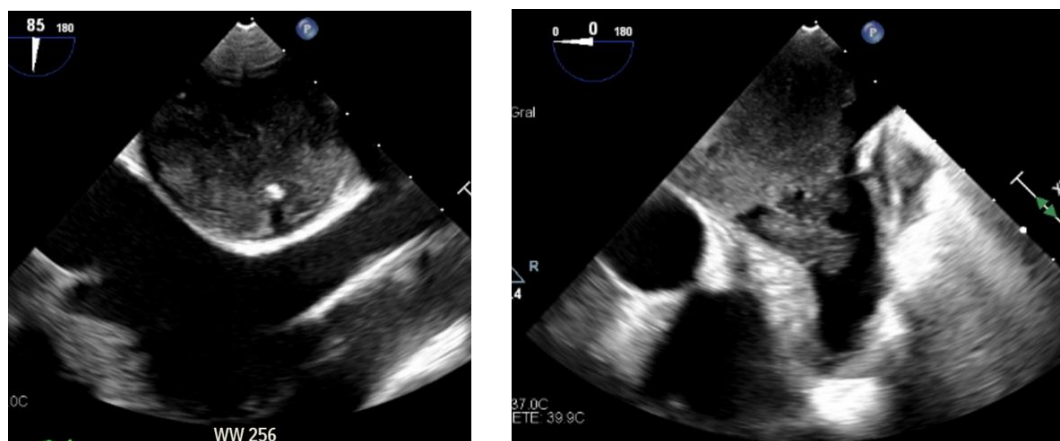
Imágenes de ecocardiograma transesofágico que nos permiten identificar mejor la masa. Se objetiva una masa de aspecto heterogéneo, mamelonada, con imágenes de calcificación y necrosis en su interior. En la segunda imagen se puede ver la extensión hacia la orejuela izquierda.
